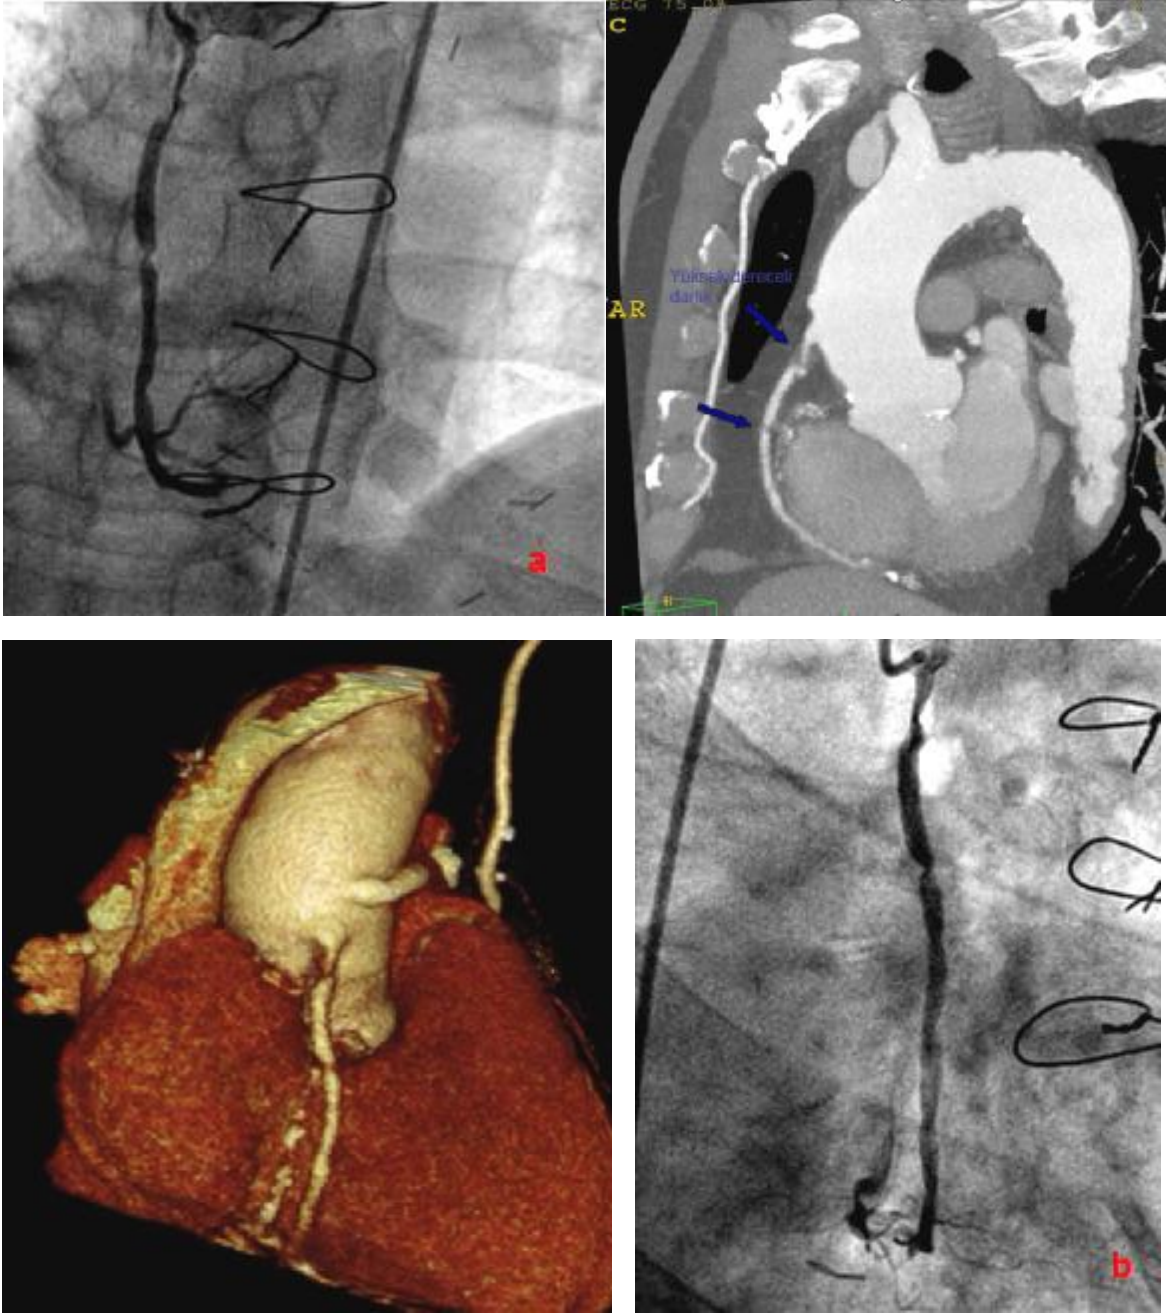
Aynı olguda bulunan Aorta-Obtuz Marjinal-Radiyal arter grefti her iki incelemede de patent olarak gösterilmiştir. Radiyal arter grefti çevresinde çok sayıda metalik klips bulunmaktadır. Katater anjiyografiye ait görüntü(a) ve kardiyak BT görüntüleri(b, c, d, e) sıralanmıştır.
